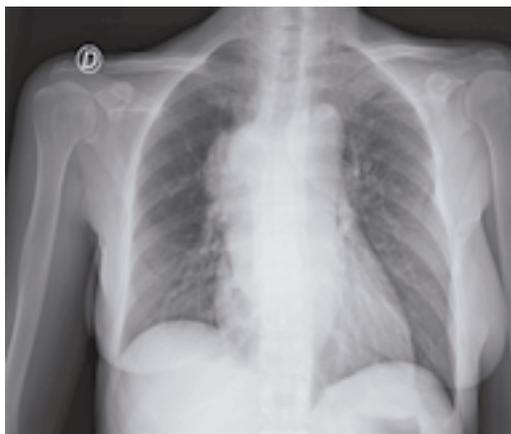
Radiografía de tórax frente
